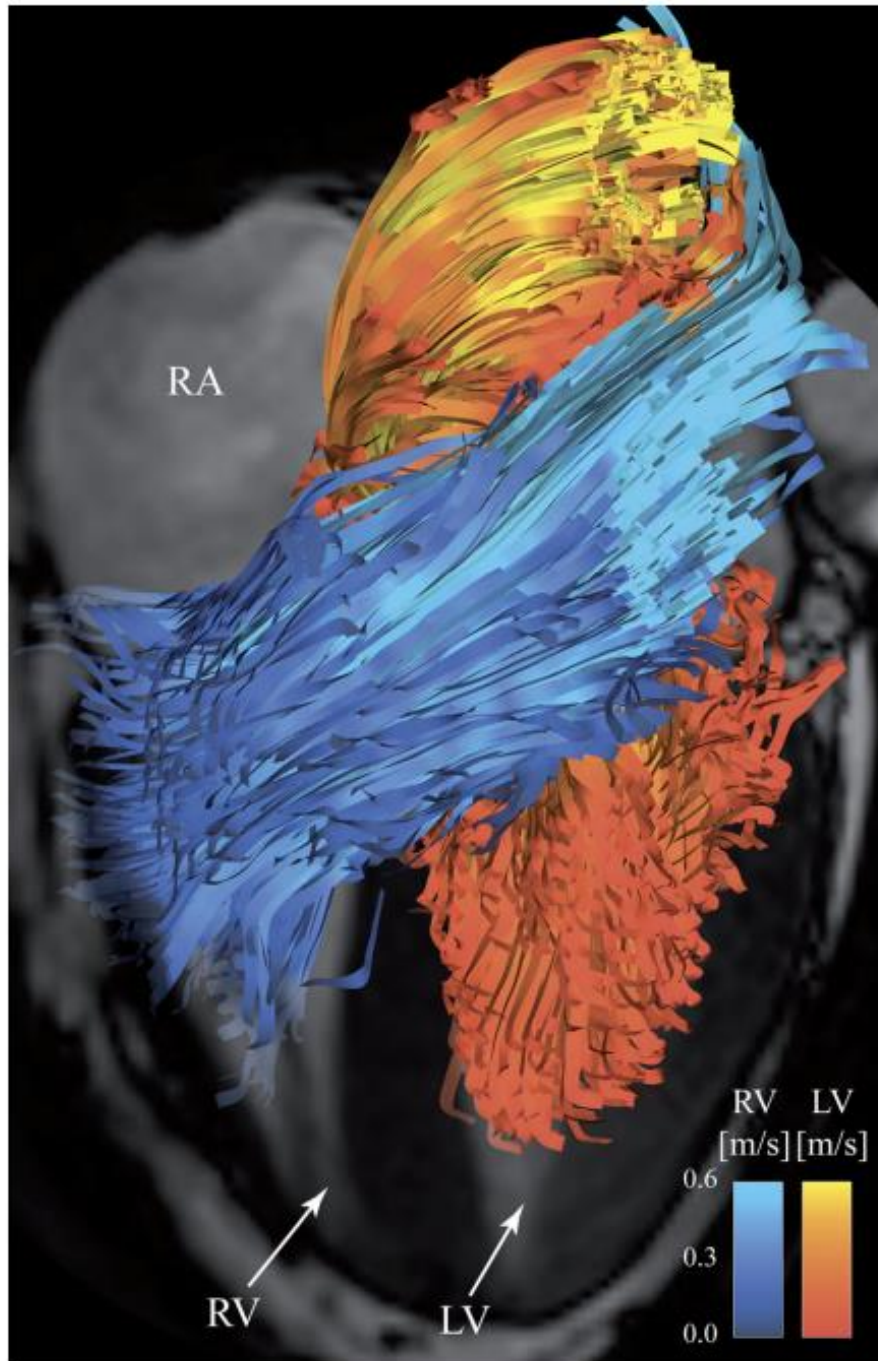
Visualización del flujo directo en el ventrículo derecho (color azul) e izquierdo (color rojo y amarillo) en la fase de llenado precoz, sobre un plano apical de 4C, determinado por PC-MRI. El color está codificado por la velocidad. RA: Aurícula derecha, RV: Ventrículo derecho, LV: Ventrículo izquierdo. Tomada de Fredriksson et al.¹⁹⁷
